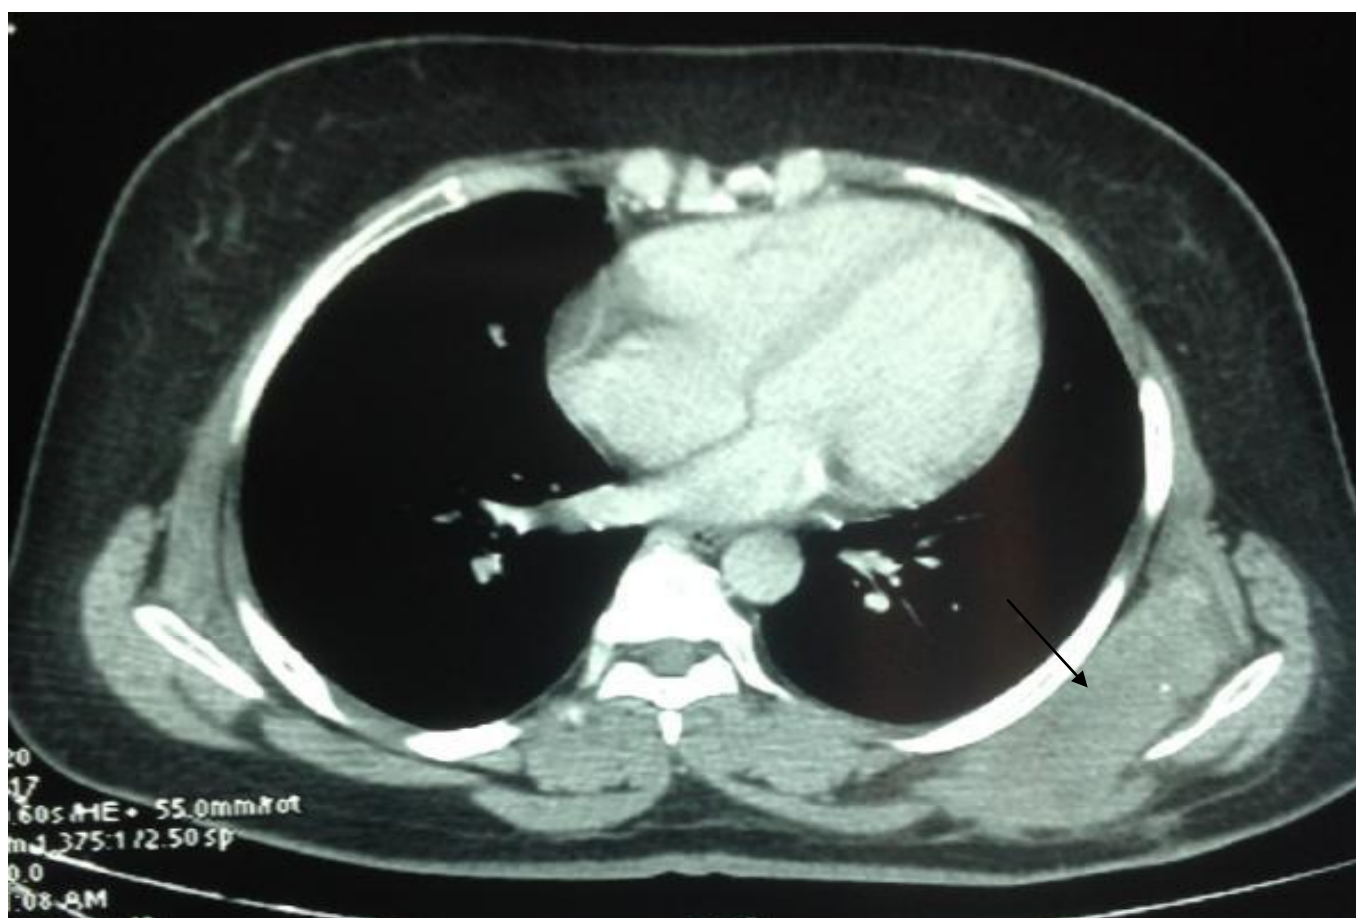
TDM thoracique en faveur de synoviosarcome de l'omoplate
